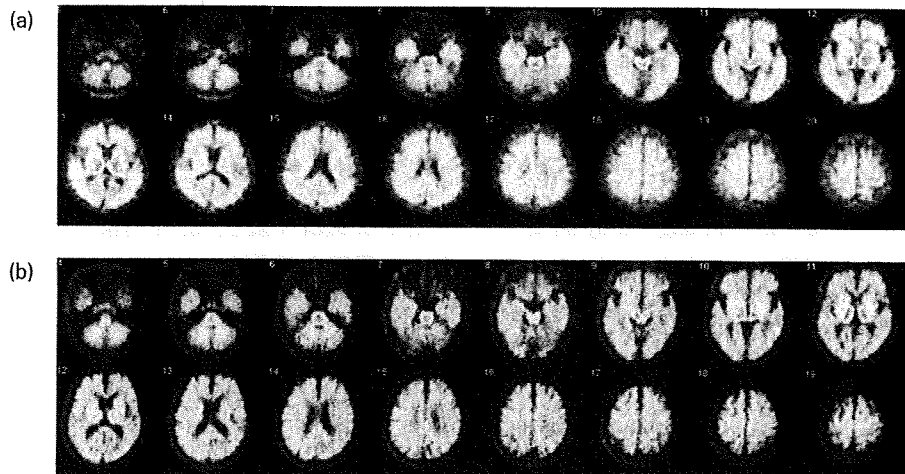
[C-11]BF-227 PET 横断像。(a) アルツハイマー病患者、(b) 健常高齢者。
